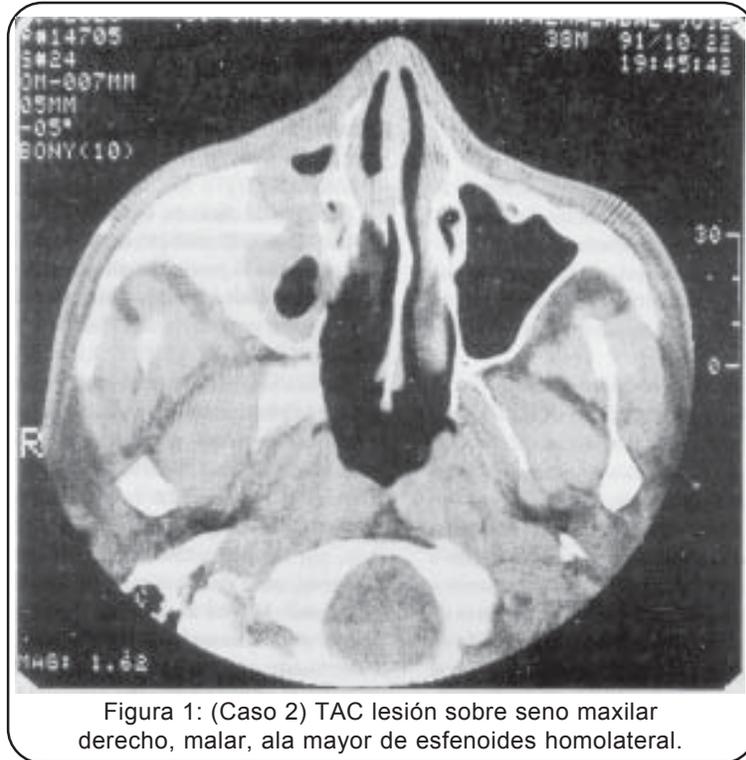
(Caso 2) TAC lesión sobre seno maxilar derecho, malar, ala mayor de esfenoides homolateral.
